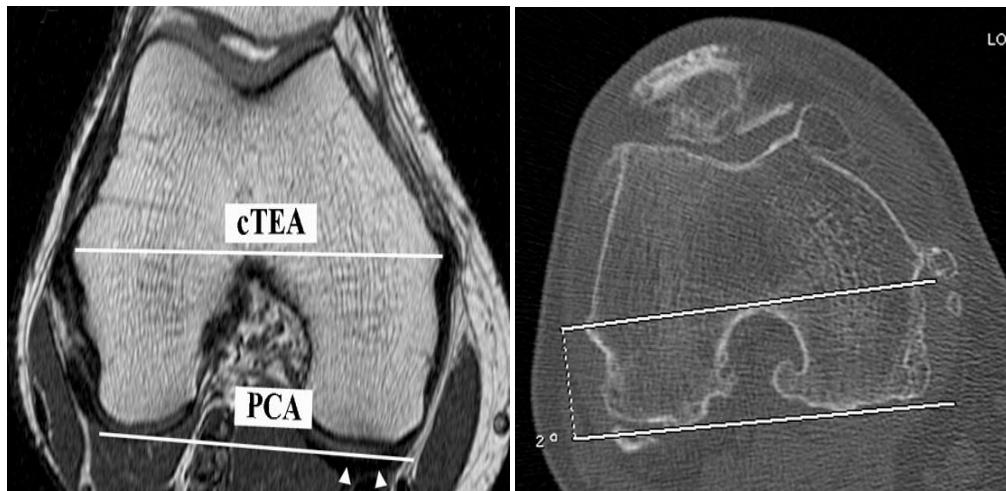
Măsurarea PCA-ului cu ajutorul a. IRM și b. CT
